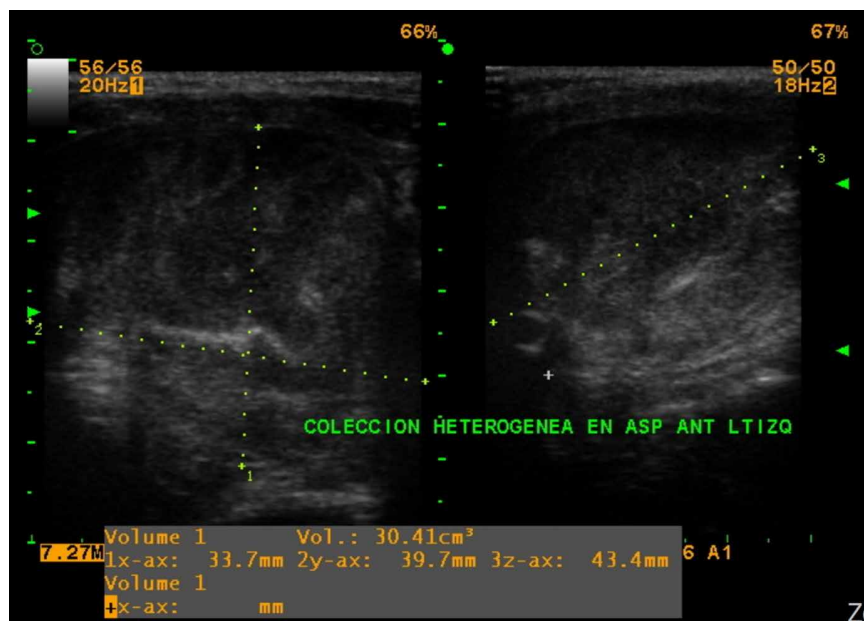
Ecografía de glándula tiroides donde se evidencia imagen heterogénea, hipoeoicogénica, en lóbulo tiroideo izquierdo.
